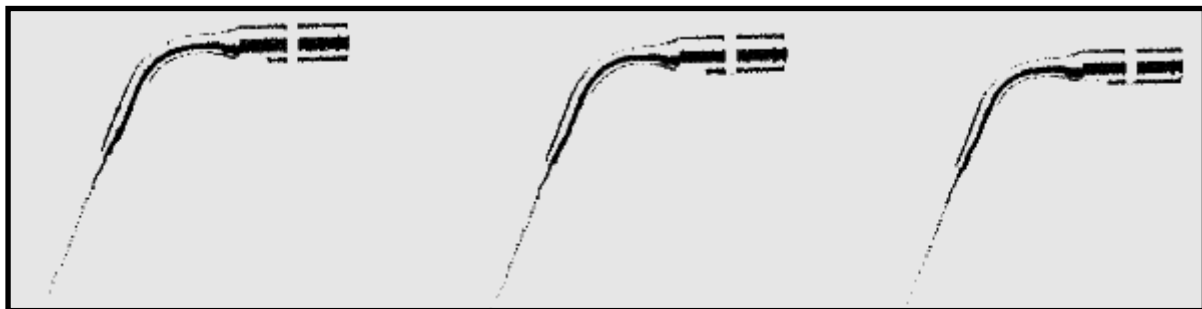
limes ultrasonores. <sup>[99]</sup>
